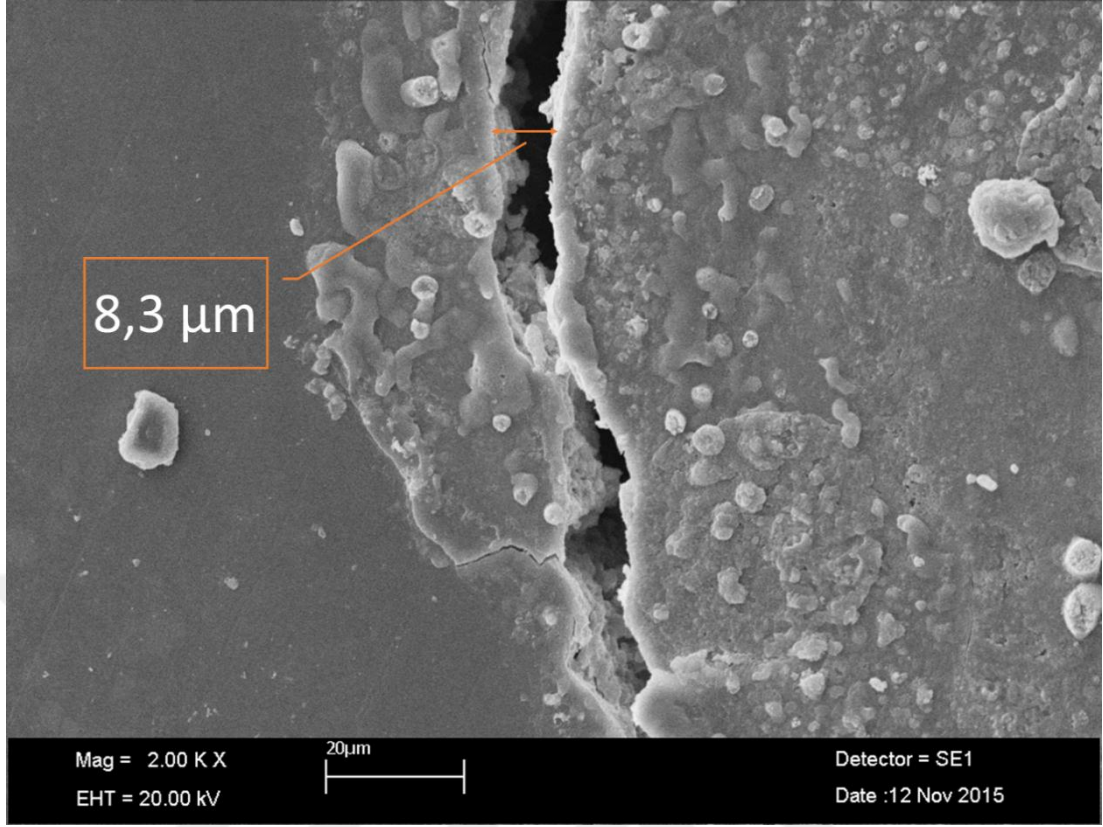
BD+Ultrasonik grubuna ait örneğin SEM mikrografı.
